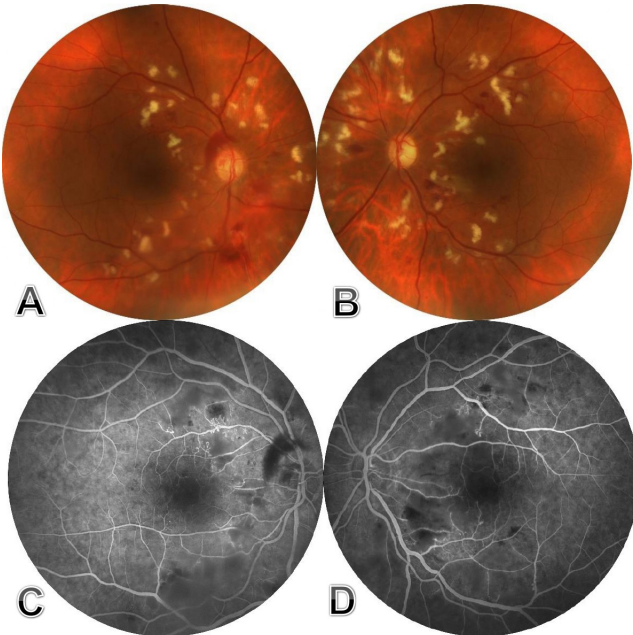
Fundus fluoresein anjiyografisi (A) Sağ gözde superior ve temporal bölgede iskemiyeye ve hemorajilere bağlı yaygın hipofloresans, mikroanevrizmalar, telenjektatik damarlar, perivasküler kılflanmaya ikincil hiperfloresans. (B) Sol gözde papillomaküler demet içinde, optik sinirin superiorunda, inferiorunda, ve temporalinde iskemiyeye bağlı hipofloresans, hemorajilere bağlı hipofloresans; mikroanevrizma, telenjektatik damarlar ve perivasküler kılflanmaya ikincil hiperfloresans.
